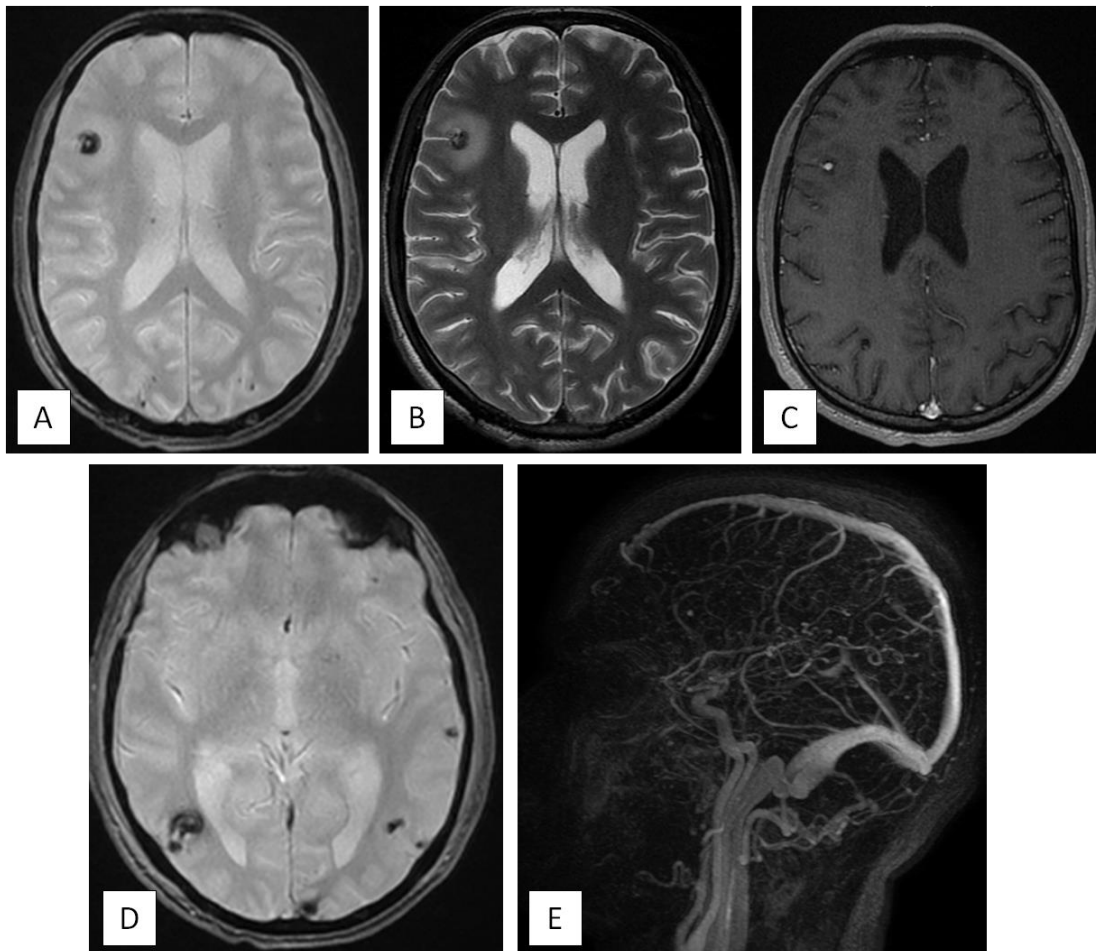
L'IRM cérébrale en séquence T2* (A, D), T2 (B), T1 GADO (C), 3DTOF (E) objective la présence d'un anévrisme d'une artère corticale frontale droite en fond de scissure, avec œdème périlésionnel et suintement hémorragique (A, B, C), des foyers hémorragiques corticaux par ailleurs : signes indirects d'artérite mycotique (D), avec un Aspect de ciel étoilé sur la 3DTOF, traduisant des micro-anévrismes mycotiques éparses (E).
